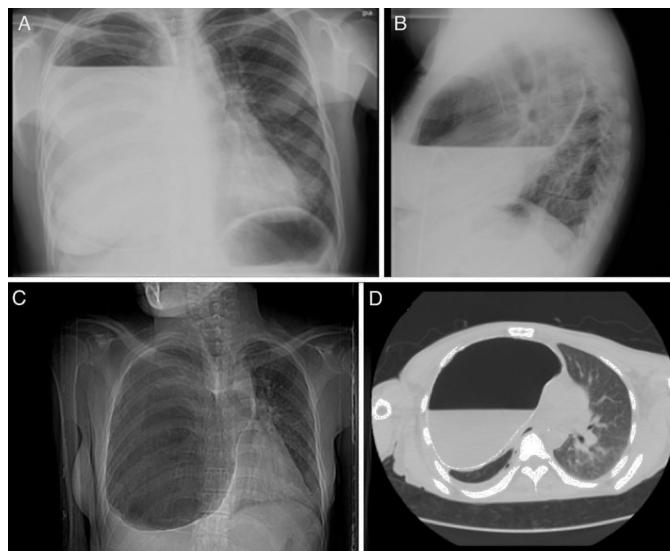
A y B) Radiografía simple de tórax postero-anterior y lateral que muestran lesión quística con paredes calcificadas que ocupa prácticamente la totalidad del hemitórax derecho con nivel hidroáereo en su interior. C y D) TAC de tórax donde se objetiva que dicha imagen quística condiciona atelectasia de gran parte del parénquima pulmonar del hemitórax derecho y desplazamiento del mediastino hacia la izquierda.
